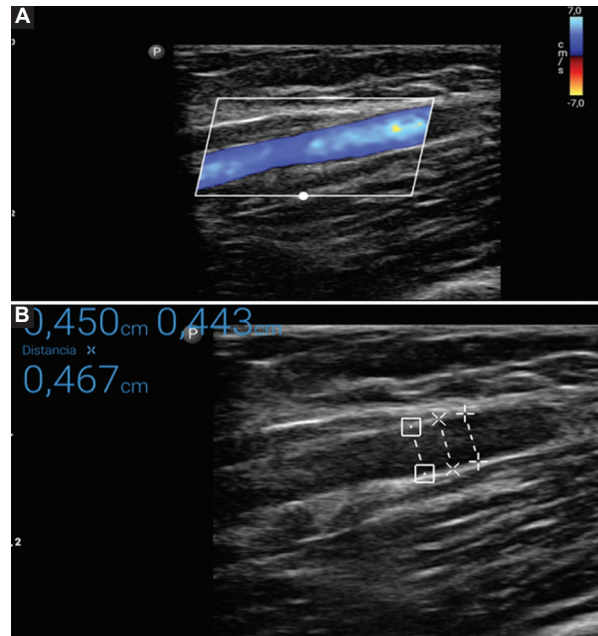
A: localización de la arteria braquial mediante ecografía. B: mediciones del diámetro de la arteria braquial mediante ecografía.
